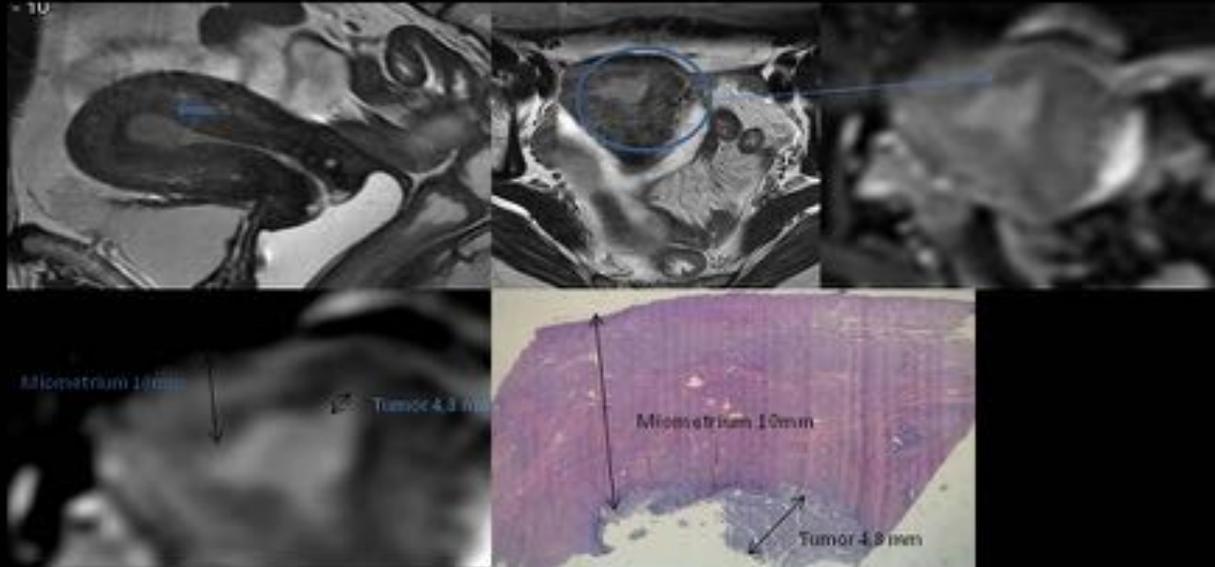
PAPEL RM EN EL CARCINOMA ENDOMETRIAL Estadio IA carcinoma endometrial en mujer de 50 años Imágenes sagitales y axiales T2-WI. El ratio de invasión es la profundidad de invasión tumoral (B) dividida por el grosor miometrial (A+B) medida en DWI y correlación histológica (tinción hematoxilina-eosina)
